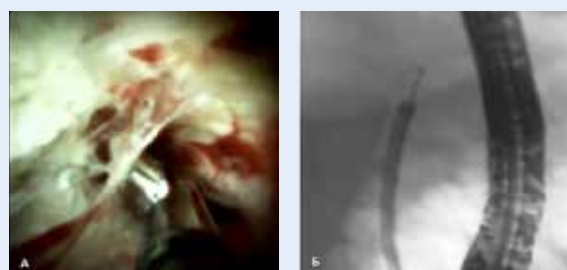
Внутрипротоковая щипцовая биопсия при структуре ОЖП (А – эндоскопическая картина забора биоптатов из билиарной стриктуры; Б – рентгенологическая картина выполнения биопсии при пероральной холангиоскопии)
